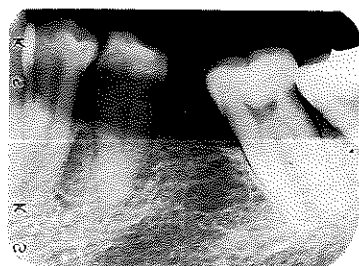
術前のX線写真、16欠損、17近心傾斜、15遠心傾斜のため近心接触状態不良
